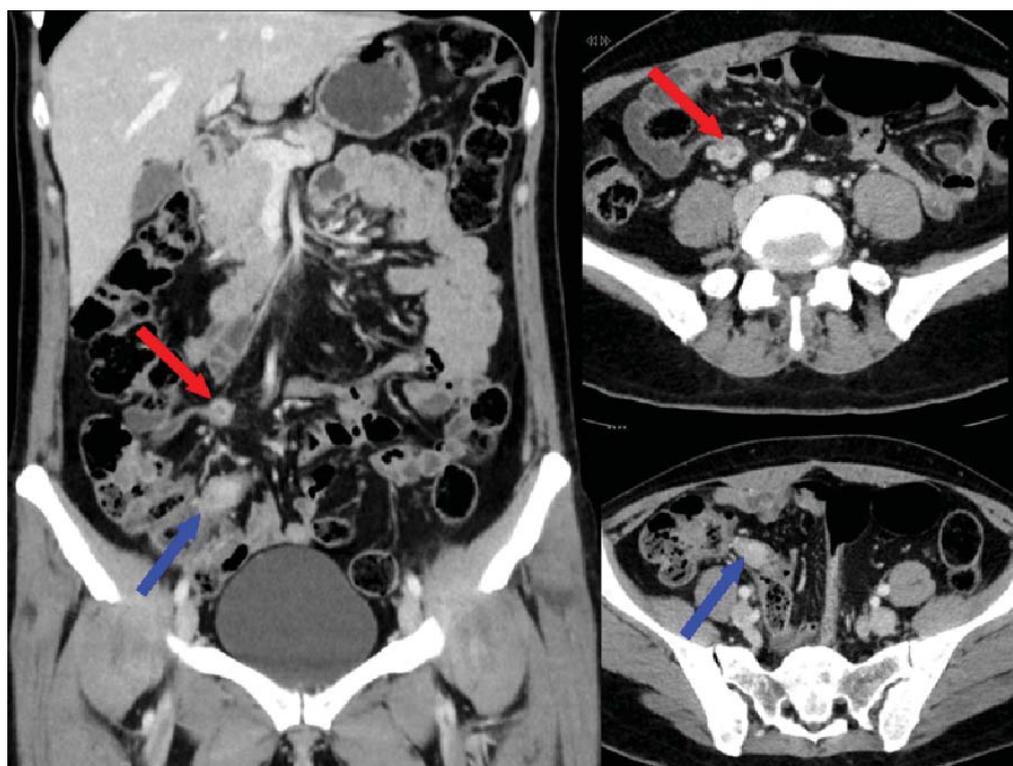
TC abdominal con contraste IV en fase portal (imágenes coronal y axiales). Nódulo mesentérico por delante del eje vascular iliaco común derecho (flechas rojas), de 19 mm, con realce intenso en esta fase, dejando una zona central hipodensa persistente sugestiva de cambios degenerativos intralesionales. Convergencia de trayectos vasculares mesentéricos hacia la lesión, más llamativa en la vista coronal, por probable infiltración y/o reacción desmoplásica. Área de realce mural nodular en el íleon terminal (flechas azules), de 1,5 cm de diámetro. No se aprecian anomalías focales en otras asas intestinales.
